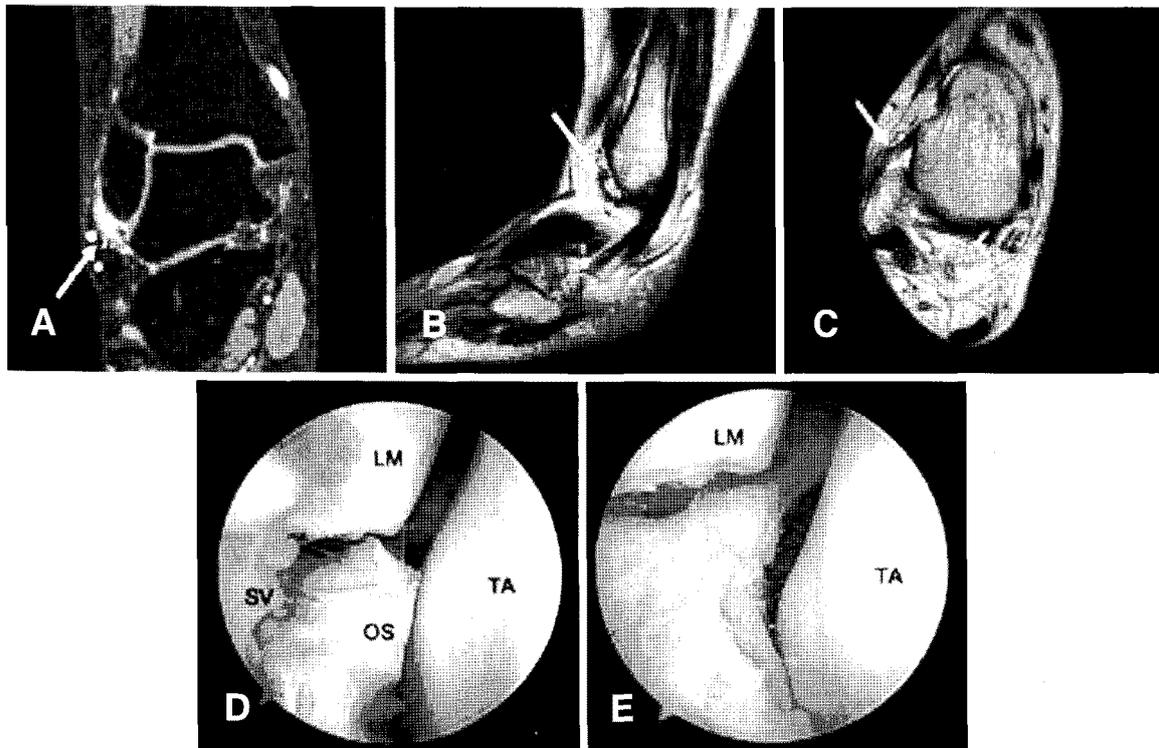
MR scans of the lateral malleolus of a 23-year-old man, (A) a coronal contrast-enhanced frequency-selective 3-D fat-suppressed, fast-gradient-recalled scans showing a small bone fragment inferior to the tip of the lateral malleolus with enhancement (arrow). (B) a sagittal T2-weighted scan showing a small bone fragment (arrow). (C) the T1-weighted axial scan showing an ossicle in the thickened anterior talofibular ligament, suggestive of an avulsion fracture (arrow). Arthroscopy showing (D) the presence of an ossicle and soft tissue in the lateral gutter area of the ankle before removal and debridement and (E) the lateral gutter area after removal and debridement of the ossicle and soft tissue (LM, lateral malleolus; OS, ossicle; SV, synovitis; TA, talus).
